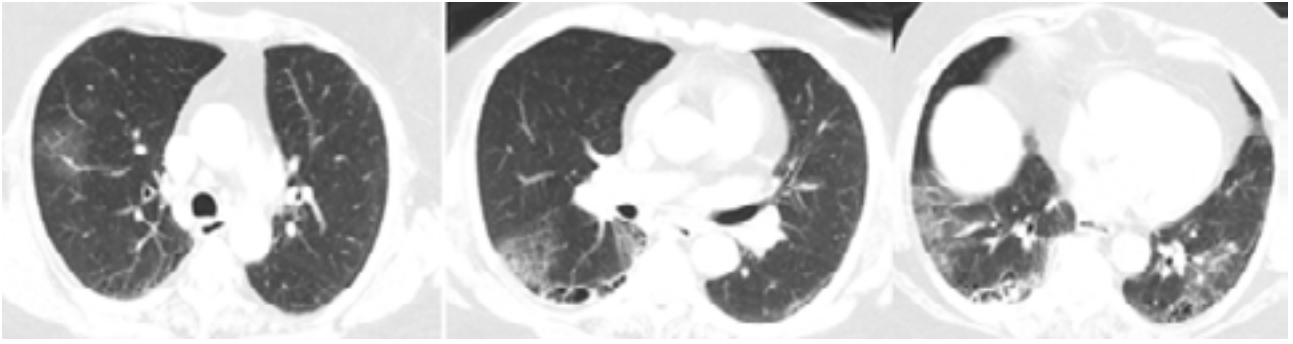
Ground-glass opacities in non-contrast axial thorax CT
